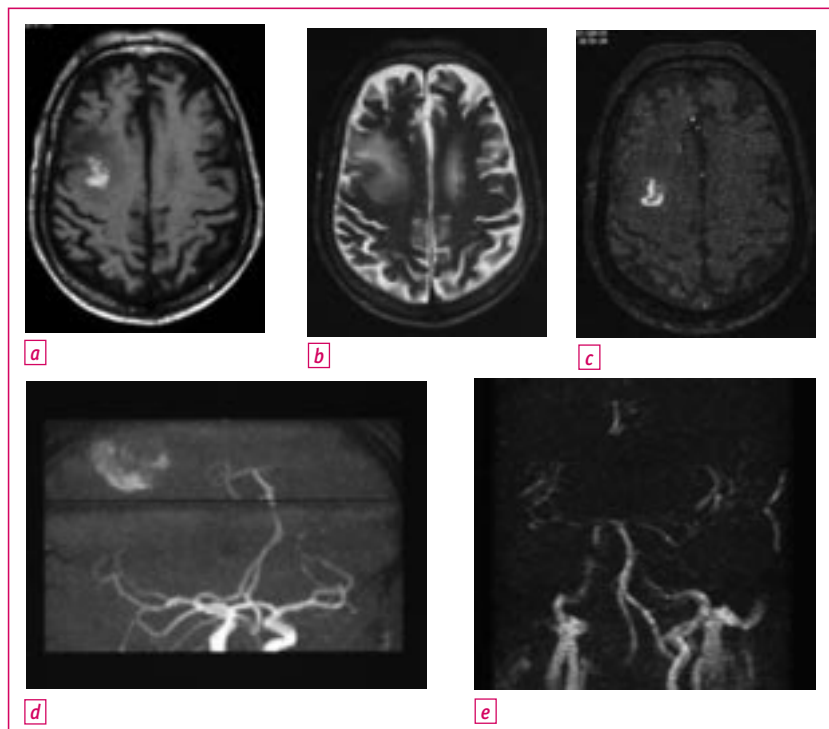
Pièges en IRM cérébrale chez un patient porteur d'une endocardite mitrale ayant un déficit de l'hémicorps gauche brutal. Les images axiales pondérées en T1 (a) et en T2 (b) objectivent une lésion hémorragique en haut signal insulaire droite, de même que les images élémentaires de l'angio-IRM (c). La reconstruction angiographique MIP de l'angio-IRM montre sous cette incidence qu'il s'agit bien d'un hématome intracérébral, et aucun anévrisme mycotique n'est mis en évidence (d). Une deuxième séquence d'angio-IRM avec soustraction dans le plan frontal, de qualité moindre, élimine le signal de l'hématome et confirme l'absence d'anévrisme mycotique (e).
